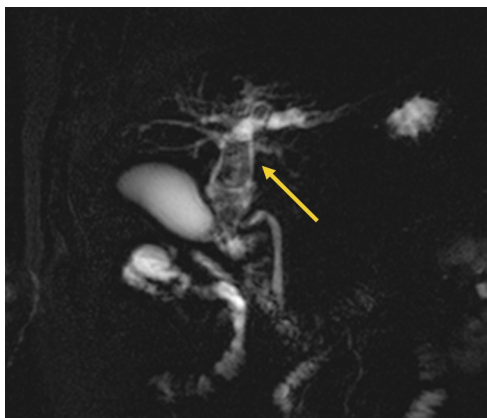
Colangiografía por resonancia magnética que demuestra megalitiasis biliar de conducto hepático común e intrahepáticos.
